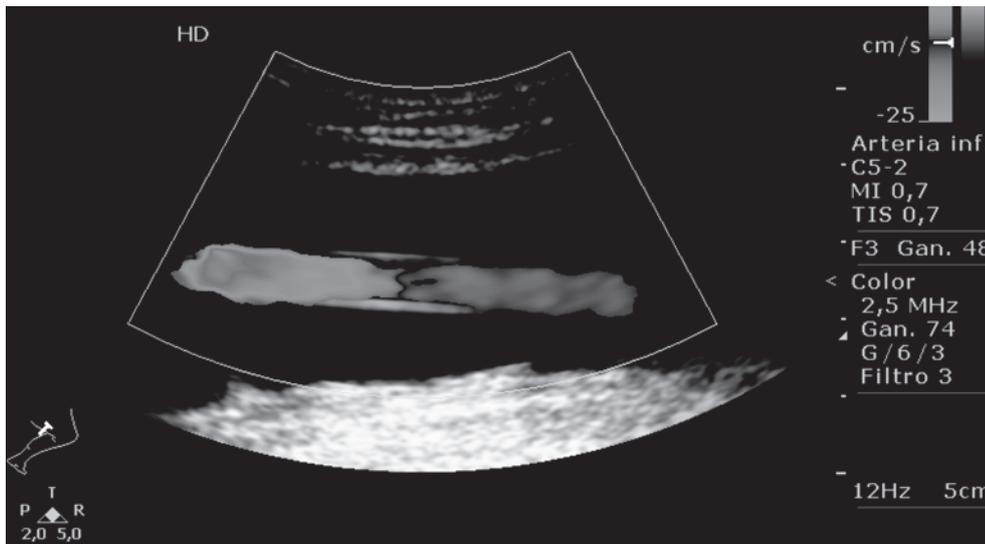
Imagen con ecografía doppler color de prótesis vascular permeable, no integrada, rodeada de una gran masa líquida hipocogénica.
